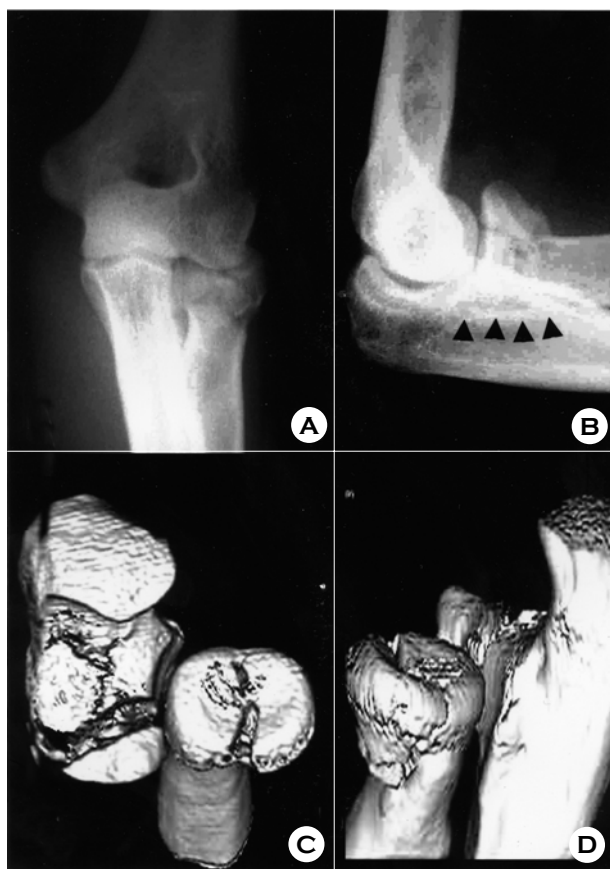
(A, B) The initial anteroposterior and lateral films of 38-years-old man after a fall from a height. Displaced coronoid process fracture involving more than 50% with articular depression (arrow heads) and associated radial head/neck fracture. (C, D) Three-dimensional reconstructed CT demonstrates the exact fracture line and articular depression.
